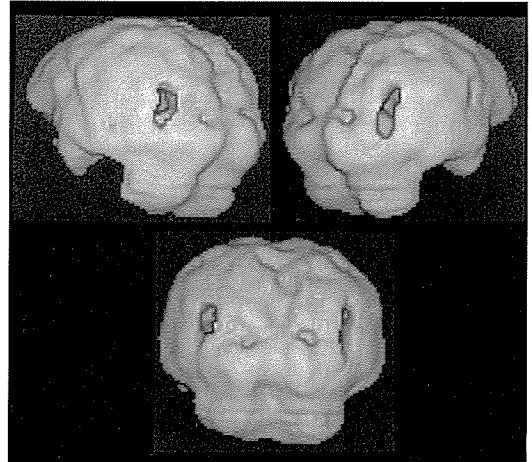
症例2の phosphen 出現期間の SPECT 立体画像
